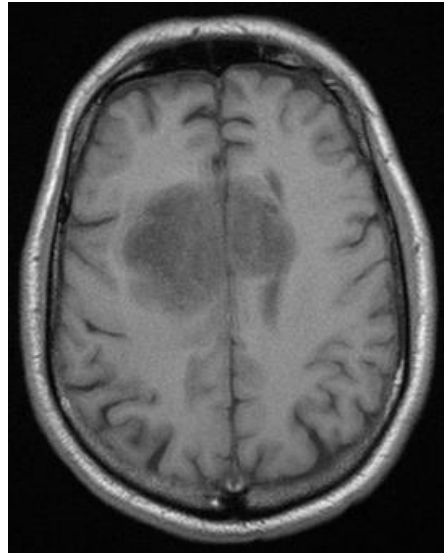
Imagen de una resonancia magnética con un resonador Siemens en un campo magnético de 5 Teslas.
